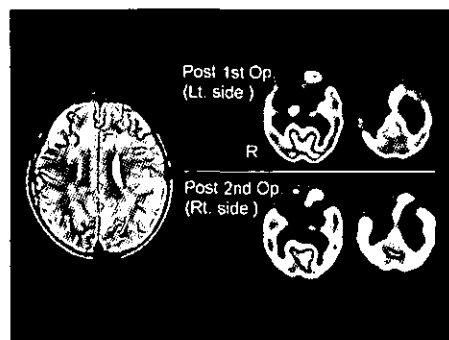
術後MRI, T2WI, SPECT with Diamox
